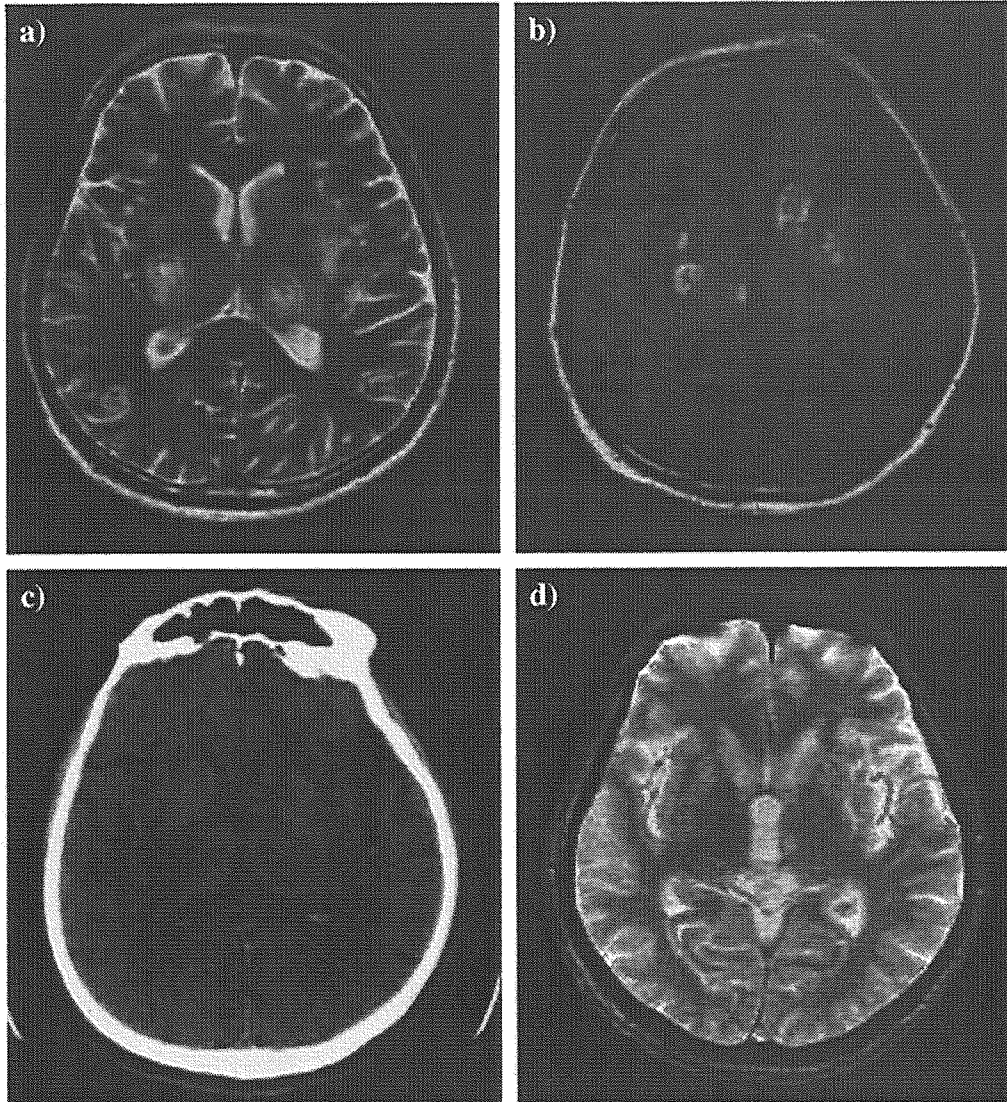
(a) The T2-weighted magnetic resonance image presented multiple high intense lesions. (b) Non-enhanced T1-weighted image showed hypersignal intensity foci at bilateral basal ganglia. (c) The corresponding CT image showed non-hemorrhagic or non-calcified density. (d) The T2* (star)-weighted image showed non-hemorrhagic observations at basal ganglia.
